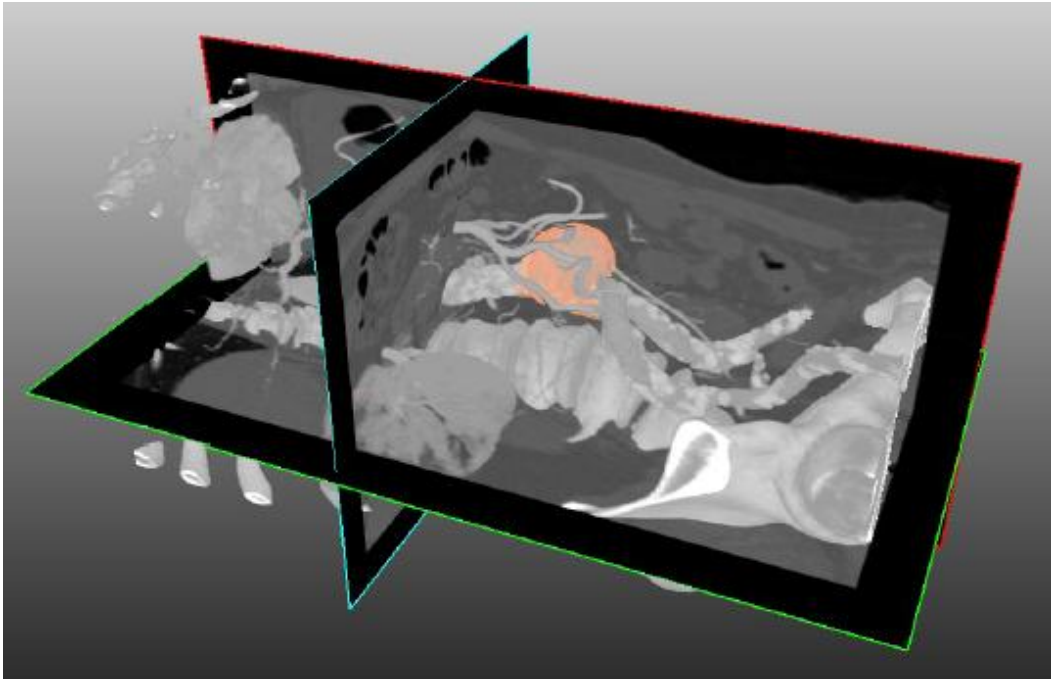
Axiale (blau), sagittale (rot) und koronale (grün) Ebene in einem dreidimensionalen CT-Bild [58]
